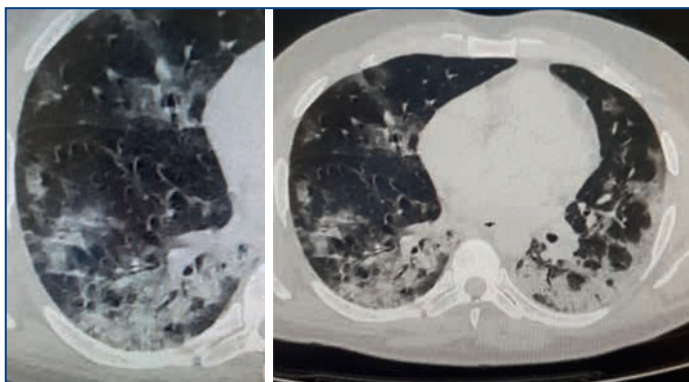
Компьютерная томограмма легких пациентки 60 лет с ревматоидным артритом и COVID-19-ассоциированной пневмонией с развитием дыхательной недостаточности и летальным исходом — консолидация очагов, симптом «булыжной мостовой»
